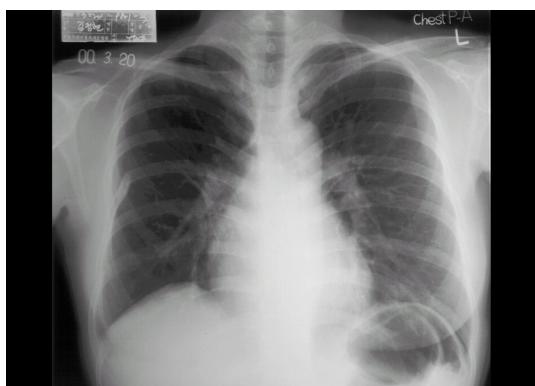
Chest X-ray, 3 years before admission, shows normal finding after anti-tuberculous chemotherapy.
